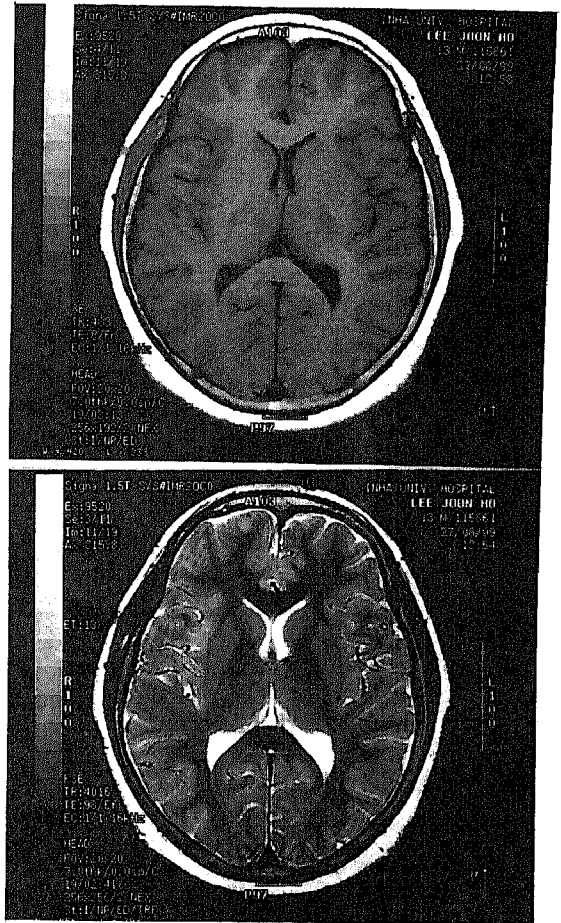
Brain MRI show normal structural findings.
